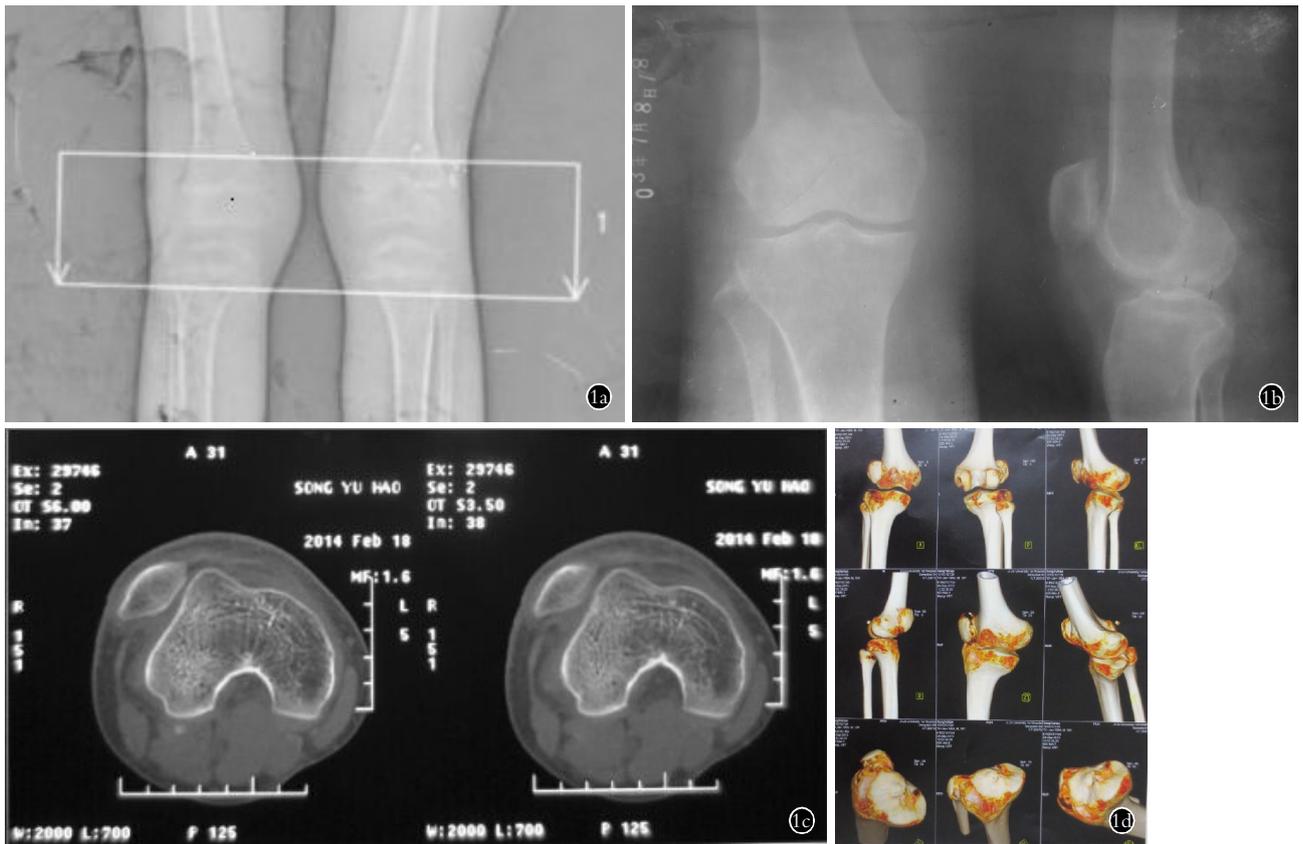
患者,男,19 岁,先天性髌骨外脱位 1a. 术前双膝关节正位 X 线片示右膝关节外翻 1b. 术后 6 个月右膝关节正侧位 X 线片示右侧髌骨无异常 1c. 术后 11 年右膝关节 CT 扫描横断面示右侧髌骨移位至右侧股骨外侧髁的外侧 1d. 术后 11 年右膝关节三维重建示右侧髌骨向外侧移位
